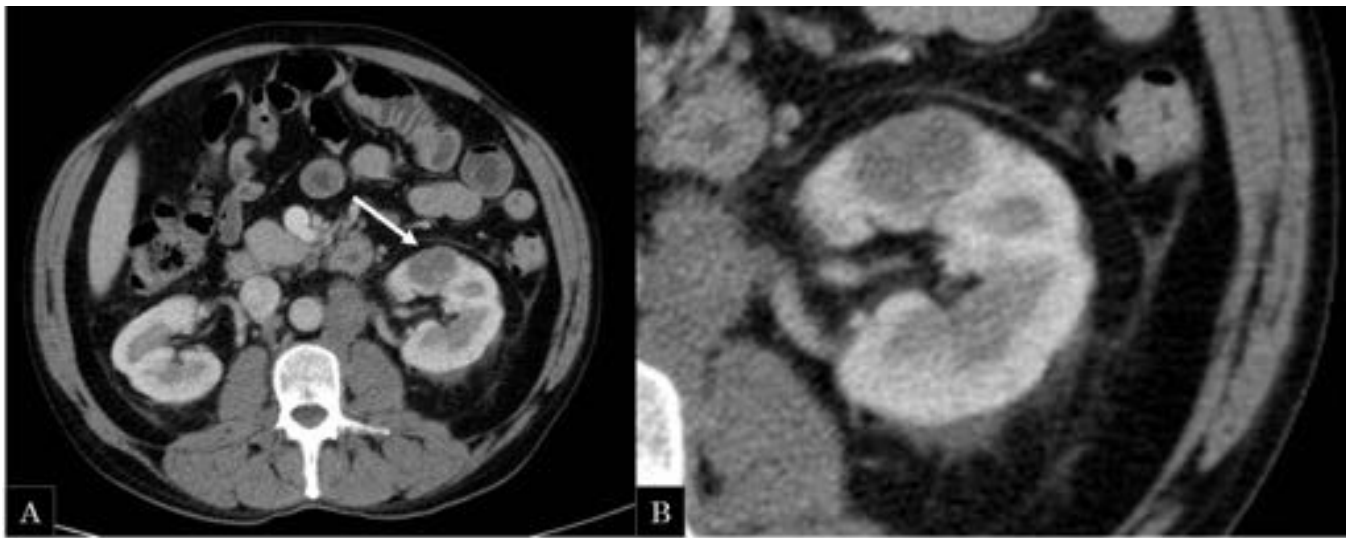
Varón de 50 años con diagnóstico de cáncer de pulmón y metástasis múltiples. TC abdominal con CIV fase venosa. (A) Imagen axial: En el margen anterior del tercio medio riñón izquierdo hay una lesión sólida, con menor captación de contraste con respecto al parénquima renal y de aspecto infiltrativo, en relación con lesión tumoral. Tras el estudio anatomopatológico se demostró origen metastásico. (B) imagen ampliada.
